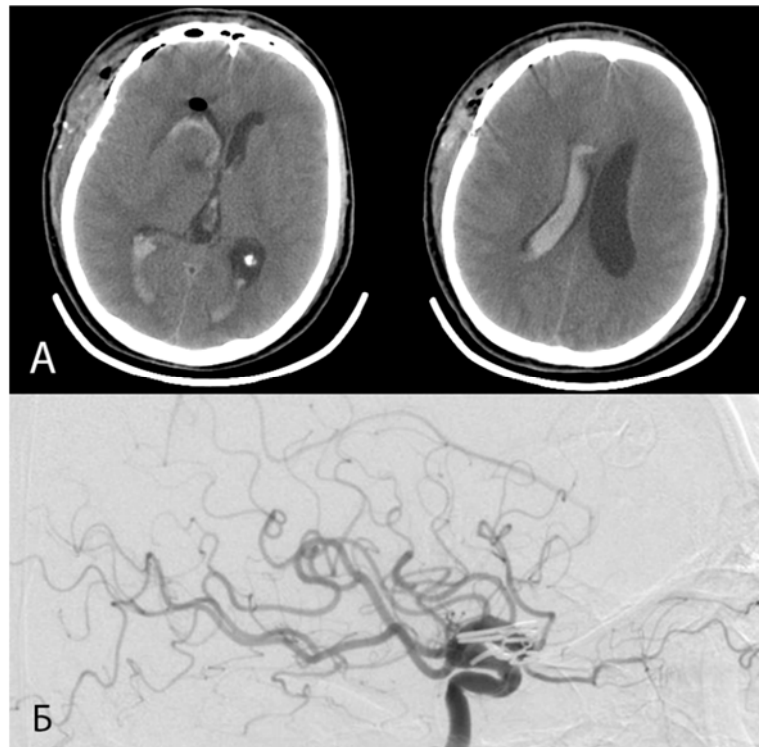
Пациент С., 46 лет. А – СКТ головы от 12.04.2019 с верификацией САК с прорывом в желудочковую систему; Б – результаты контрольной ЦСА
